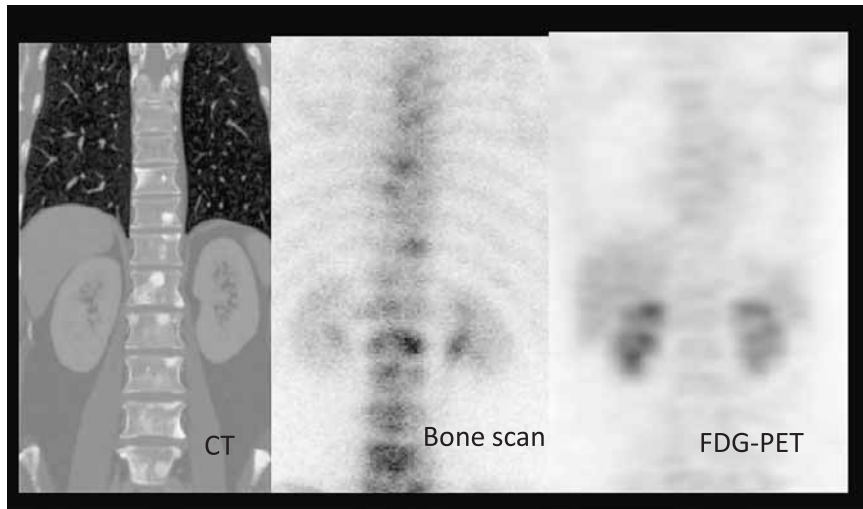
乳癌 増骨性転移はFDGが偽陰性となりやすい
